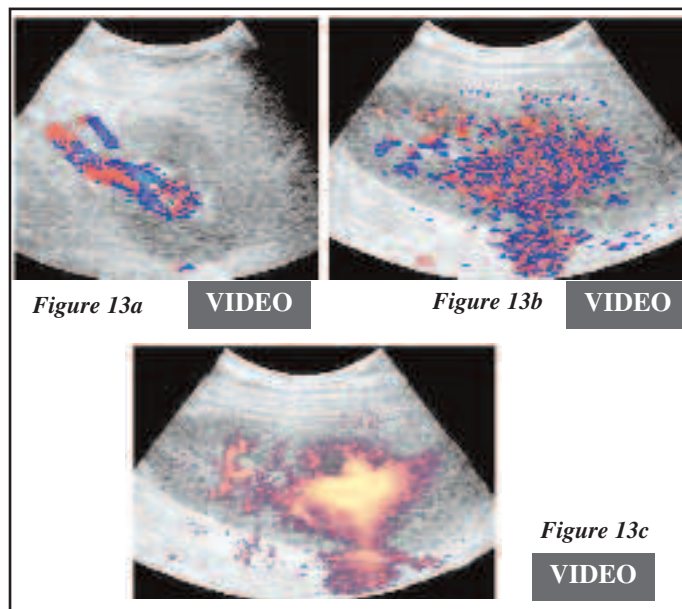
Exploration vasculaire rénale en échographie Doppler couleur (a,b) et Doppler puissance (c) : présence d'une fistule artério-veineuse à haut débit
